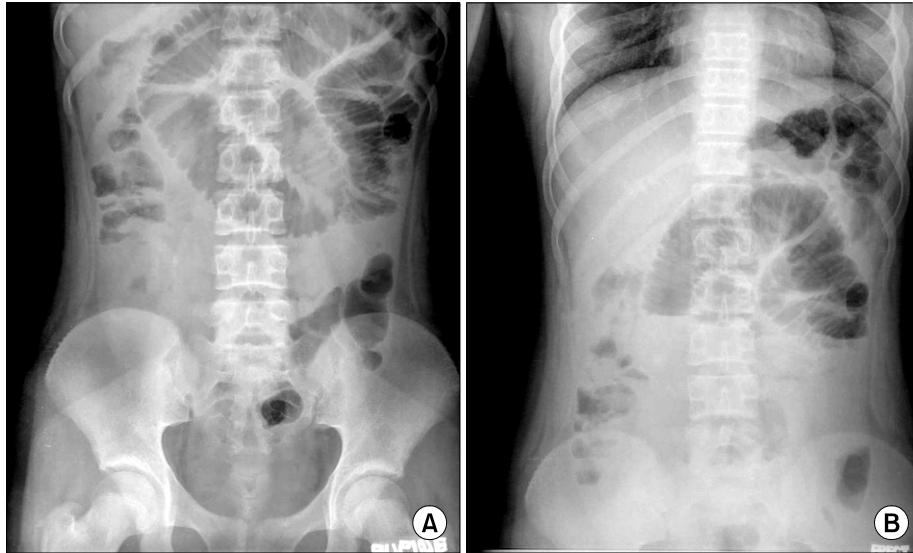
Abdominal simple X-ray film shows small-bowel obstruction with multiple distended loops (A) and step-ladder appearance (B).
